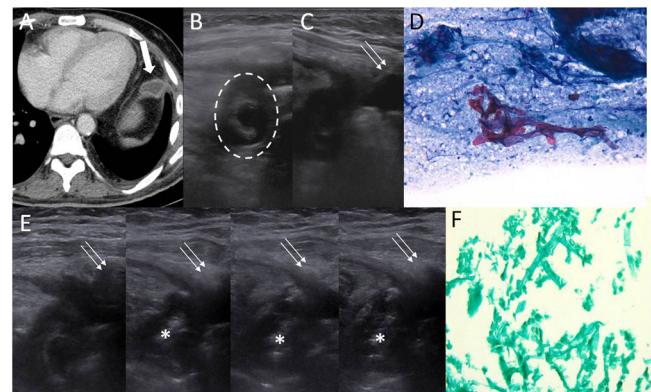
A) TC torácica axial en ventana de partes blandas que muestra una colección líquida con realce de sus paredes en mediastino, a nivel supradiafragmático (flecha gruesa), donde se había interpuesto la grasa proveniente del epiplón (epiploplastia) a raíz de la pericardiectomía previa. B) Ecografía torácica que muestra colección anecoica en grasa mediastínica con imagen circunferencial ecogénica en su interior (círculo discontinuo). C) Punción percutánea de la colección mediante aguja 20 G (flechas finas). D) Muestra citológica que evidencia fondo necrótico con celularidad inflamatoria constituida por leucocitos polimorfonucleares, así como estructuras micóticas irregulares compatibles con mucormicosis. E) Ecografía torácica que muestra punción torácica (flechas finas), con instilación progresiva de anfotericina B intracavitaria (asterisco). F) Pieza quirúrgica que evidencia nódulo pleural necrótico con infección micótica morfológicamente compatible con mucormicosis.
